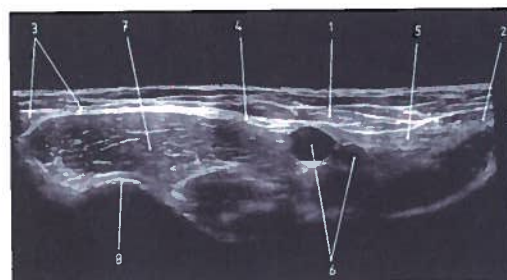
Estudo axial da região inguinal direita (indivíduo do sexo masculino) em ecografia
